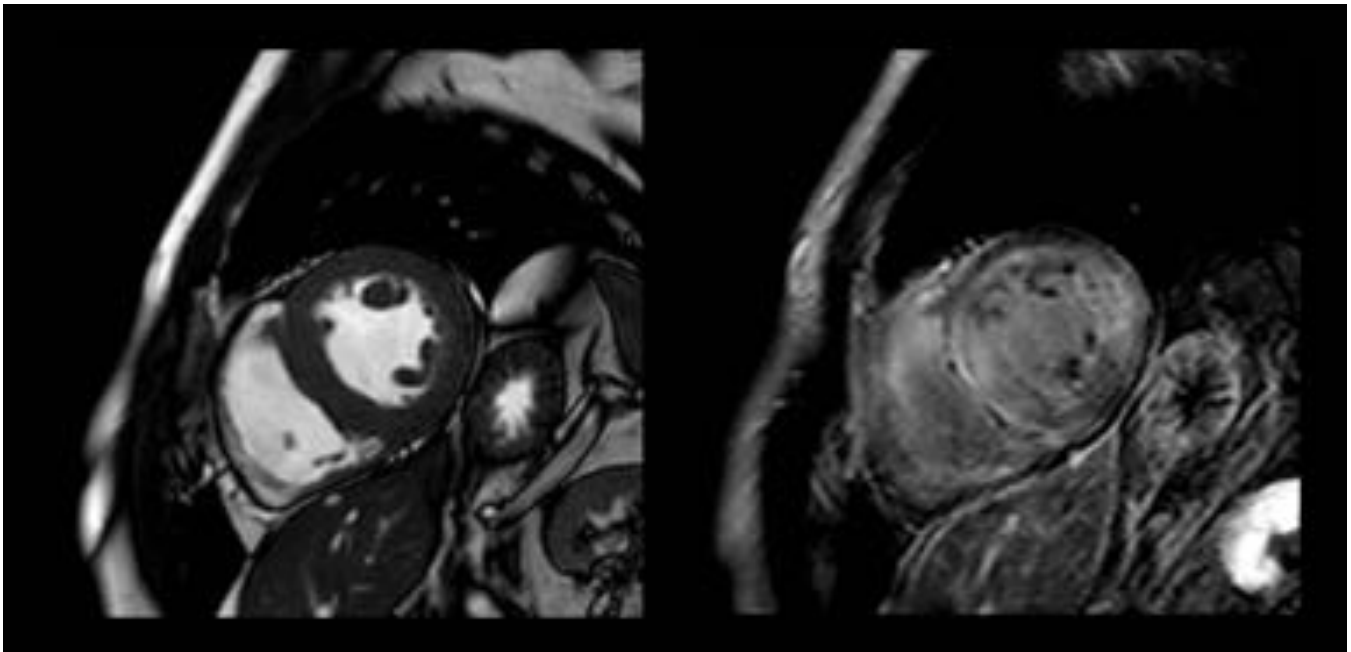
CASO 6 - RM cardíaca. Hipertrofia concéntrica del VI con captación tardía de gadolinio transmural y subendocárdica.
